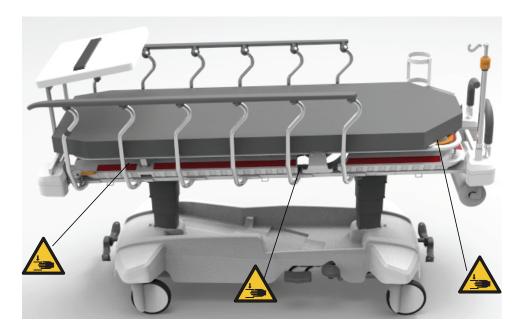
Points de pincement pour l'option radiographique uniquement
